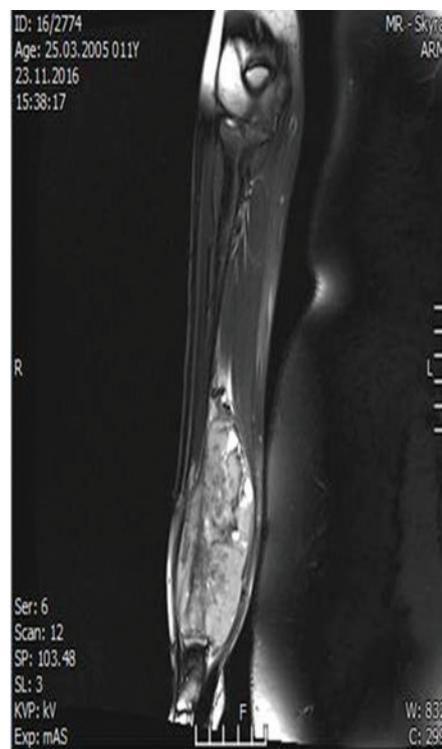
Магнитно-резонансная томография верхней конечности, фронтальная проекция. Опухоль дистального отдела правой лучевой кости. После неoadъювантной полихимиотерапии
